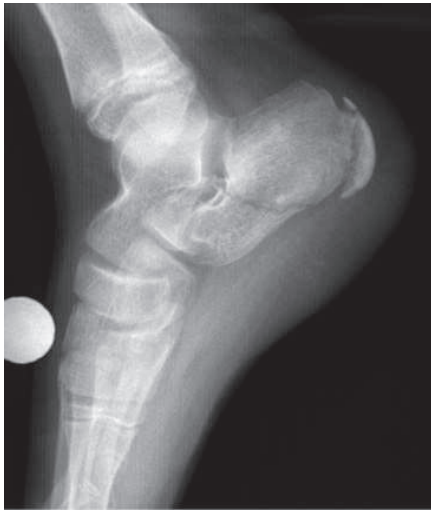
Radiografía lateral de pie. Caso A.
